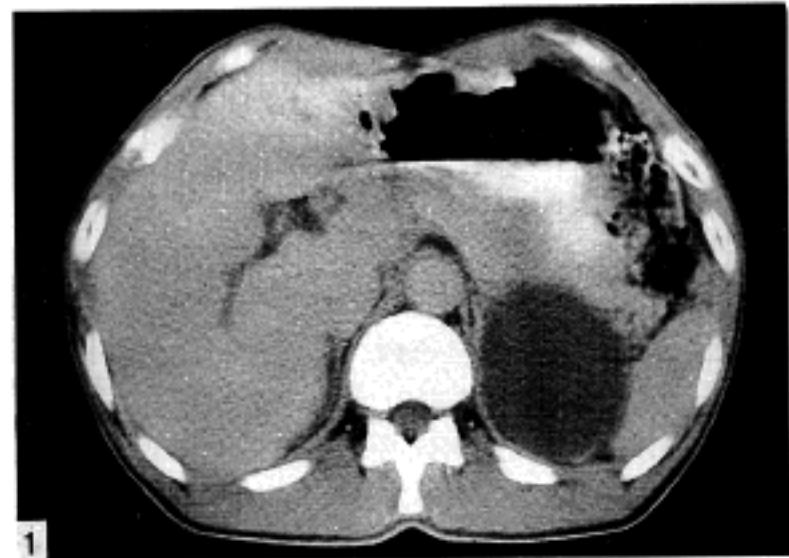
Abdominal CT shows a well-defined cystic mass containing fluid in the left side of retroperitoneum.
